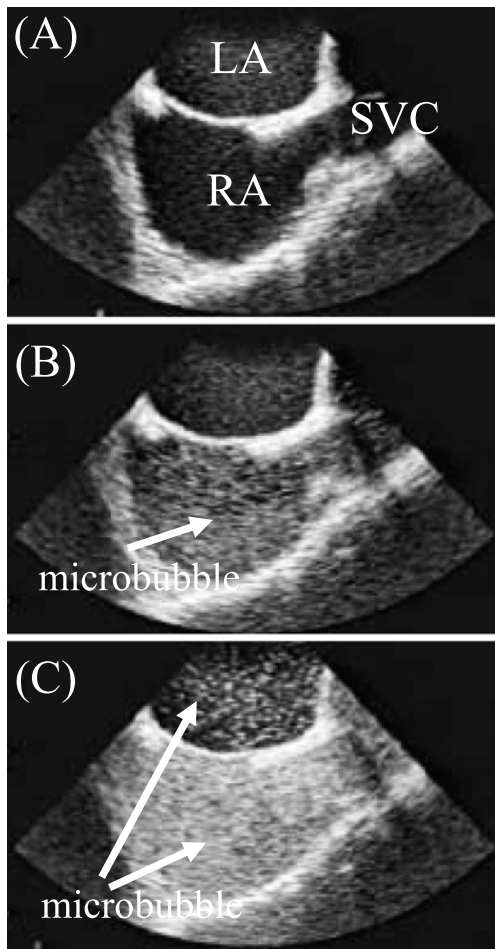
Transesophageal contrast echocardiograms from the patient. (A) Normal heart chambers before intravenous microbubble injection. LA, left atrium; SVC, superior vena cava; RA, right atrium. (B) Microbubble opacification of the right heart chambers in the early phase after the injection. (C) Microbubble opacification of the left heart chambers in the delayed phase, suggesting pulmonary vascular shunt. Intracardiac right-to-left shunt was not observed.
